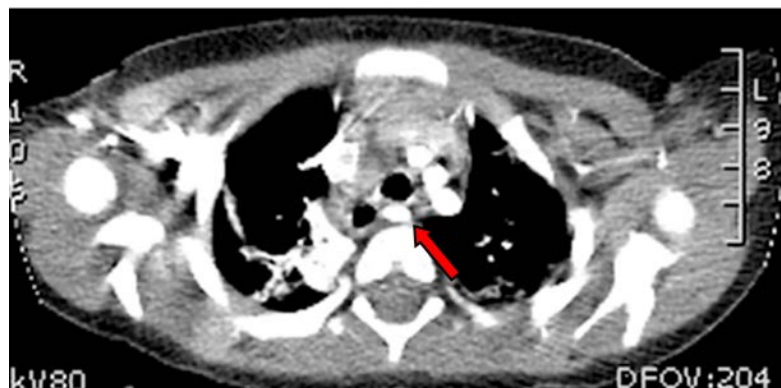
Angio-tomografía computada de una niña de 2 años con subclavia aberrante (flecha roja)
